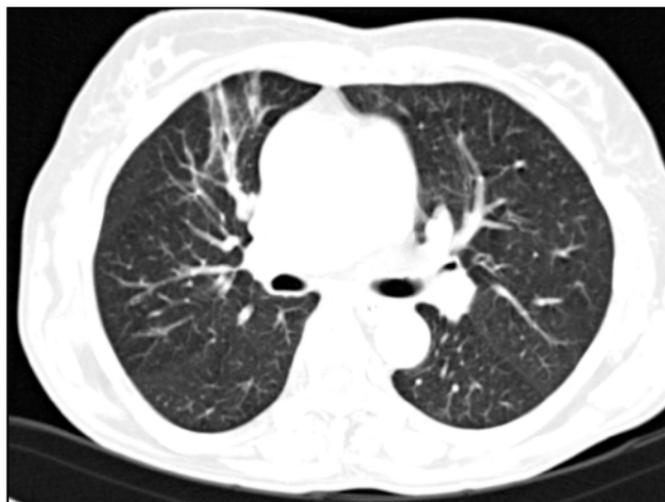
Компьютерная томография. Ограниченный пневмосклероз передне-базального сегмента правого легкого
